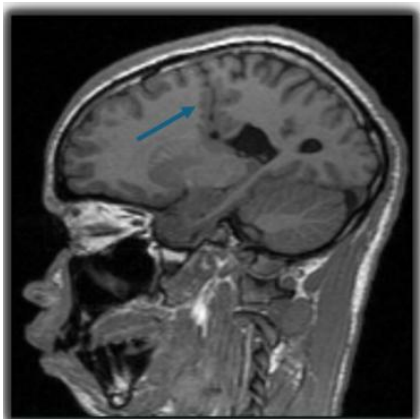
Resonancia magnética en corte sagital, con secuencia potenciada en T1. Se observa una hendidura profunda en la corteza que se extiende hasta el ventrículo lateral ipsilateral, la cual está revestida por sustancia gris heterotópica.
